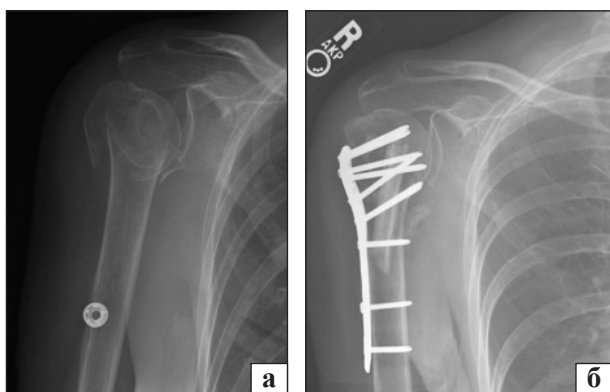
Рентгенограма перелому типу 11C3 (а) та після ORIF зі встановленням LCP-пластини та алотрансплантата малоомілкової кістки (за [57])
